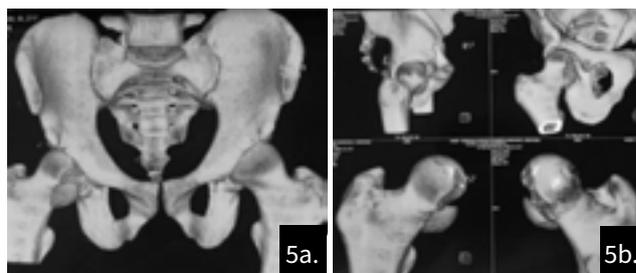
Tomografía con reconstrucción 3d de articulación de cadera derecha 6b. reconstrucción 3d de cabeza femoral
